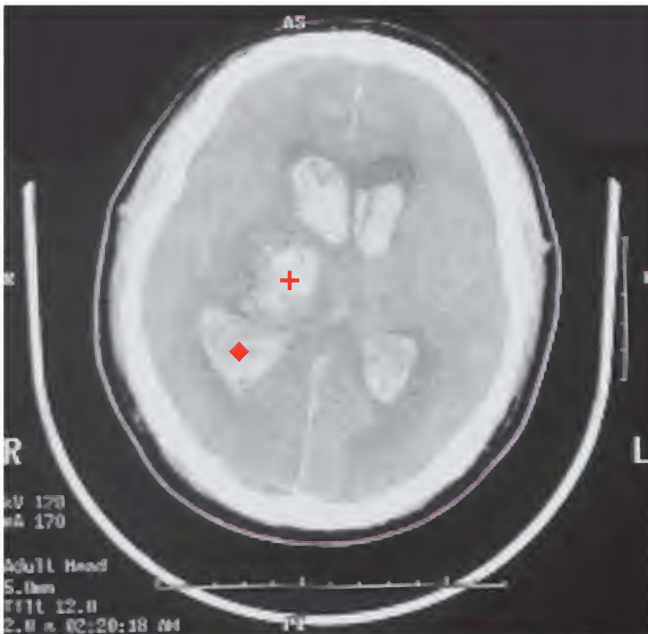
Hemorragia cerebral hipertensiva, tomografía computarizada
